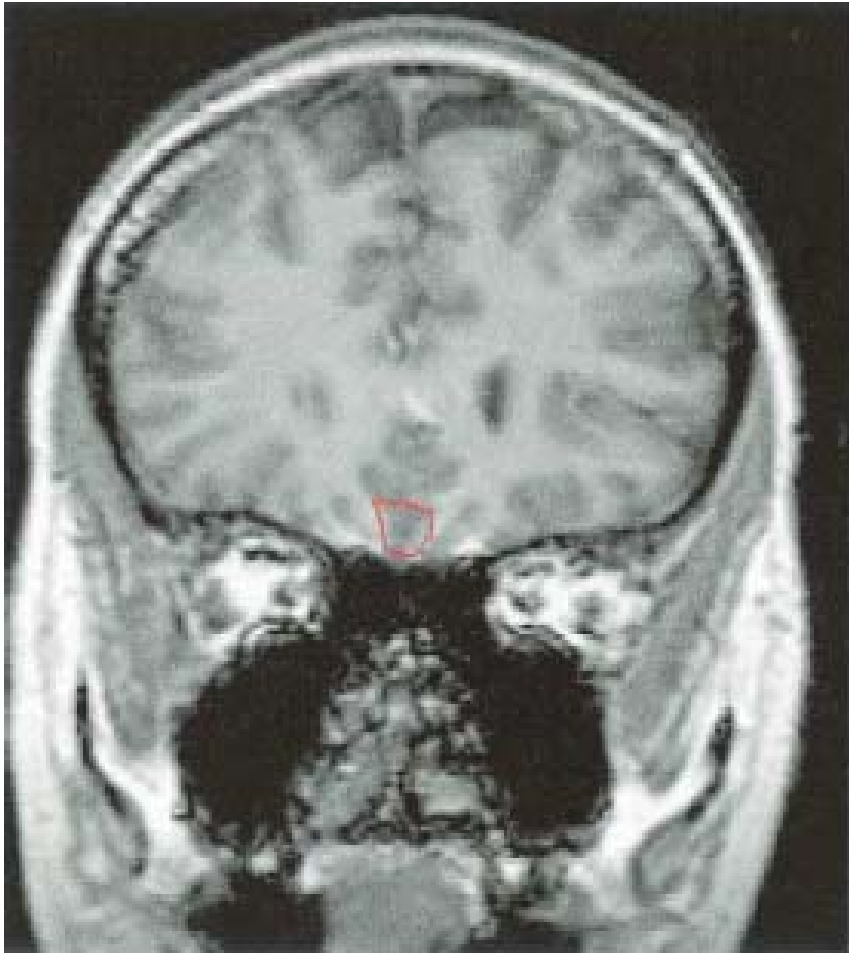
Coronal MRI showing the outline of the gyrus rectus.
